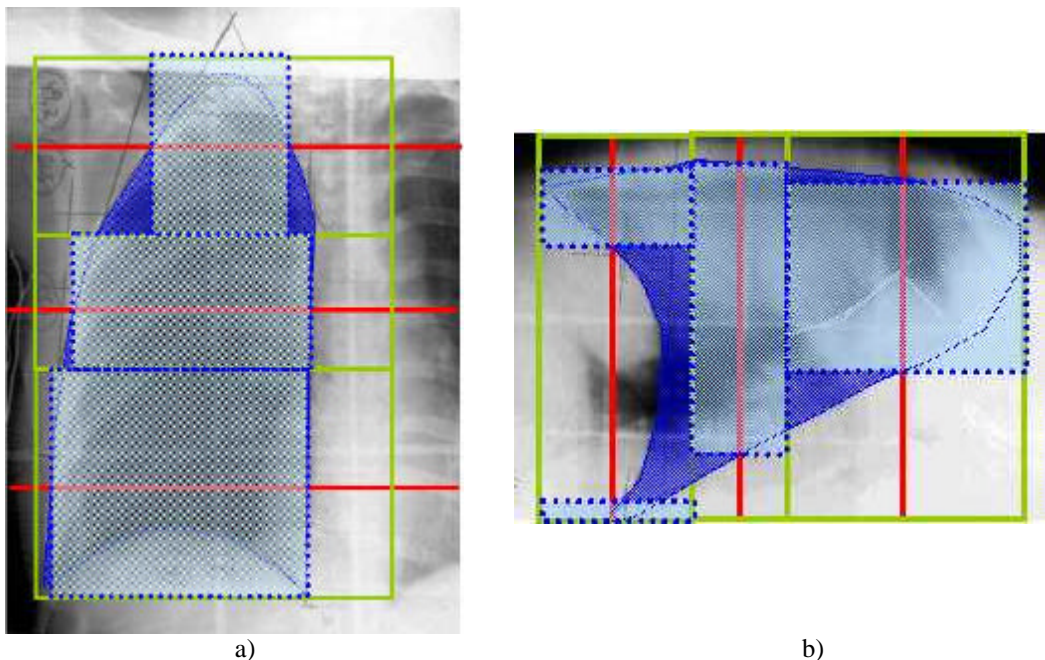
Modelización del paciente con 3 cortes de TC.
